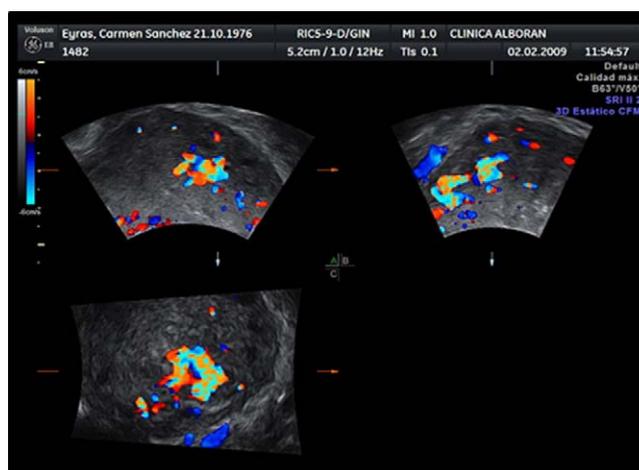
Imagen con Doppler color miometrial formando un mosaico con alta velocidad de flujo y bajo índice de resistencia, sugestiva de malformación arteriovenosa.
